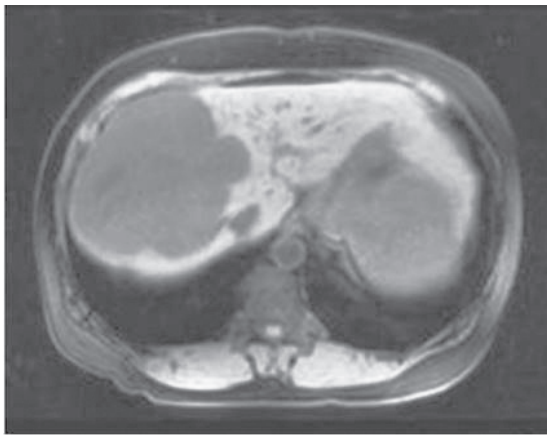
RMN a ficatului. Hemangiom.
